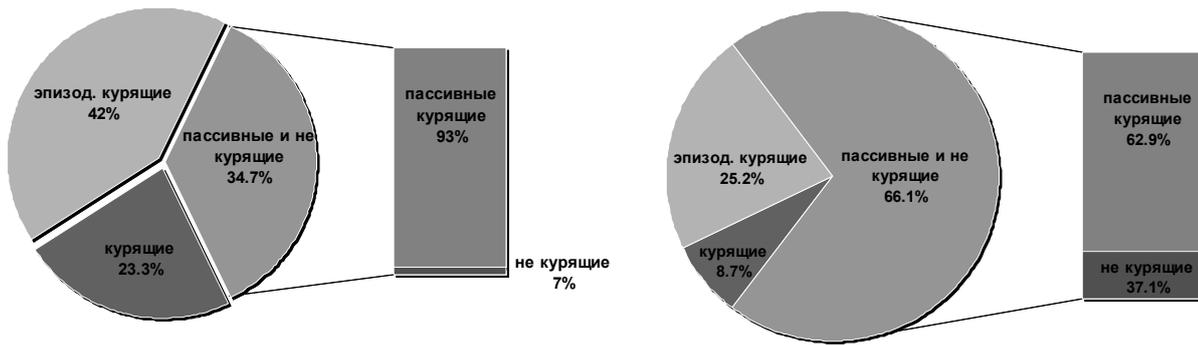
Сравнительные результаты исследования Минздрава Грузии за 2010 г. и исследований в регионе Кахетии в 2012 г.
